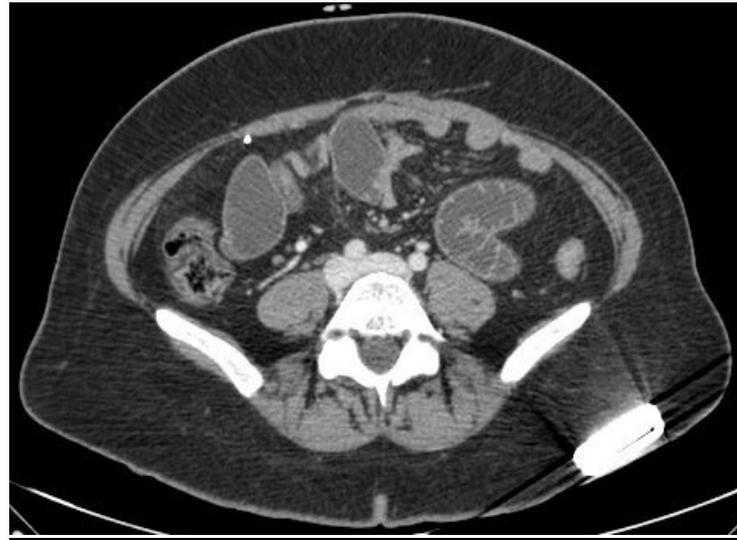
TC con contraste iv. Cambio de calibre a nivel del yeyuno causante de la obstrucción intestinal.
